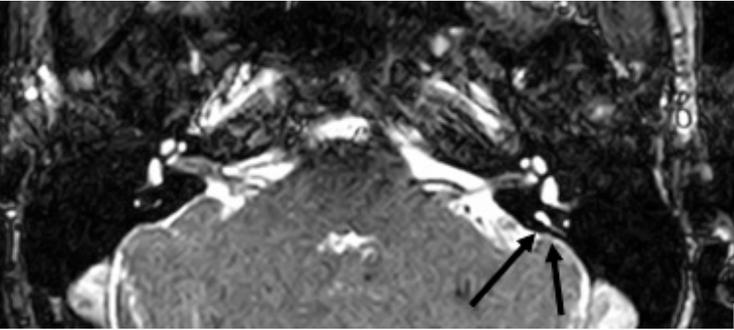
Corte axial de RMN en secuencia T2, donde se observa dilatación del acueducto vestibular izquierdo, señalado con flechas.
